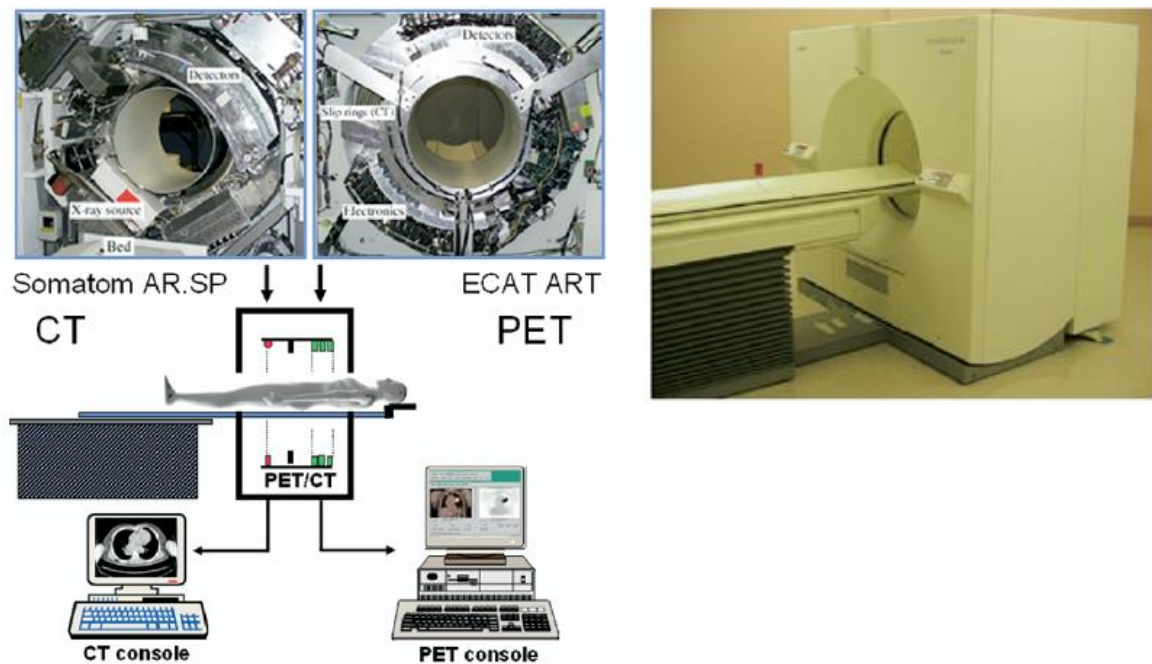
Diseño del primer prototipo de PET/TC de la Universidad de Pittsburgh y primer prototipo de PET/TC en 1998. Fuente: Townsend. Combined Positron Emission Tomography-Computed Tomography: The Historical Perspective. Semin Ultrasound CT MRI 29:232-235. 2008
